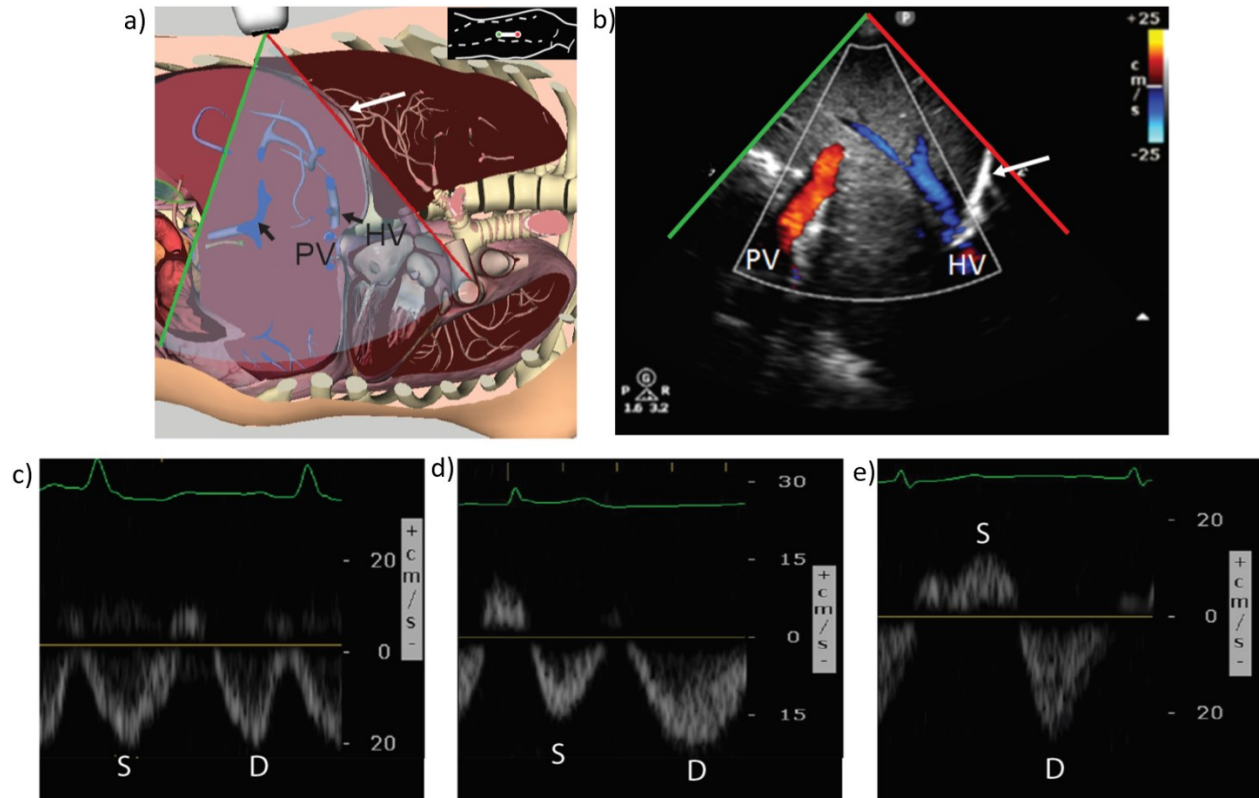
Échographie Doppler pulsé de la veine hépatique
